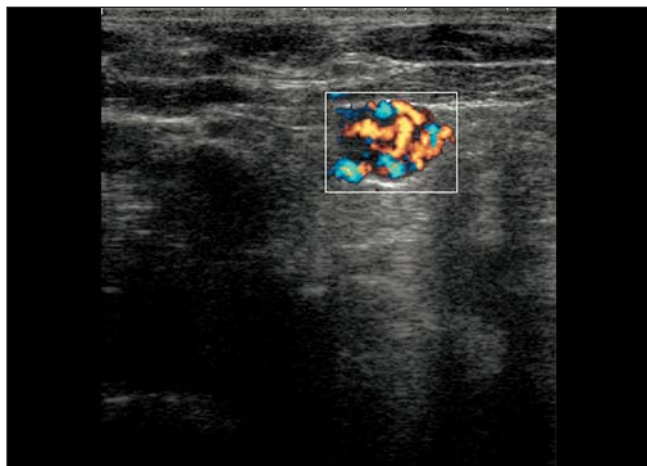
L'ecografia preoperatoria ha documentato una recidiva linfonodale peri-ricorrente destra in un paziente già sottoposto, quattro anni prima, a tiroidectomia totale e linfectomia cervicale bilaterale per carcinoma papillifero della tiroide. La massa non era peraltro evidente alla scintigrafia di controllo e la recidiva era stata sospettata e ricercata ecograficamente in seguito ad un aumento repentino della tireoglobulinemia. L'immagine mostra la sede della linfadenopatia metastatica, mediale rispetto all'asse anonimo-carotideo e profonda rispetto al tronco nervoso ricorrente.
